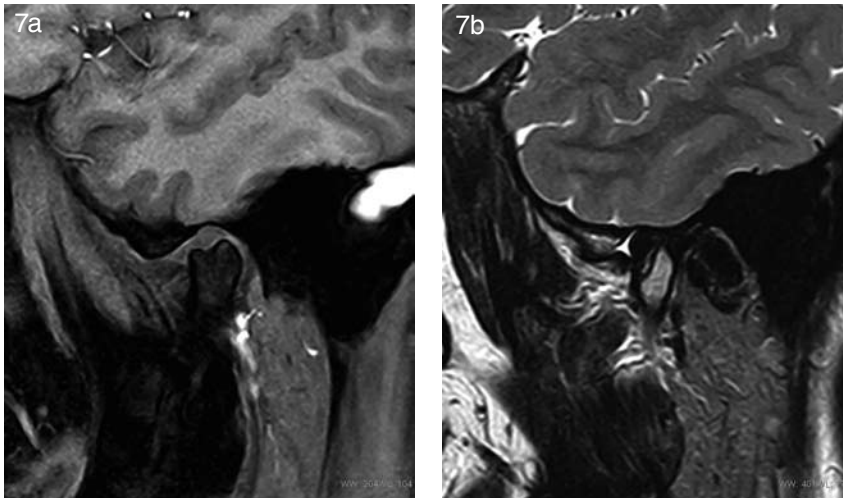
a. Corte sagital de RM ponderada en DP con boca cerrada: tercio articular lateral del cóndilo mandibular bífido unilateral, acompañado de disco con modificación estructural adaptativa al espacio funcionalmente disponible. Moderada compresión de espacio retrodiscal con boca cerrada. b: Corte sagital del polo lateral en secuencia T2, donde se visualiza claramente el área inflamatoria del receso articular ántero-superior, que podría explicar la compresión del espacio articular posterior de figura 7 A y su hipomovilidad, por posible posición antálgica.
